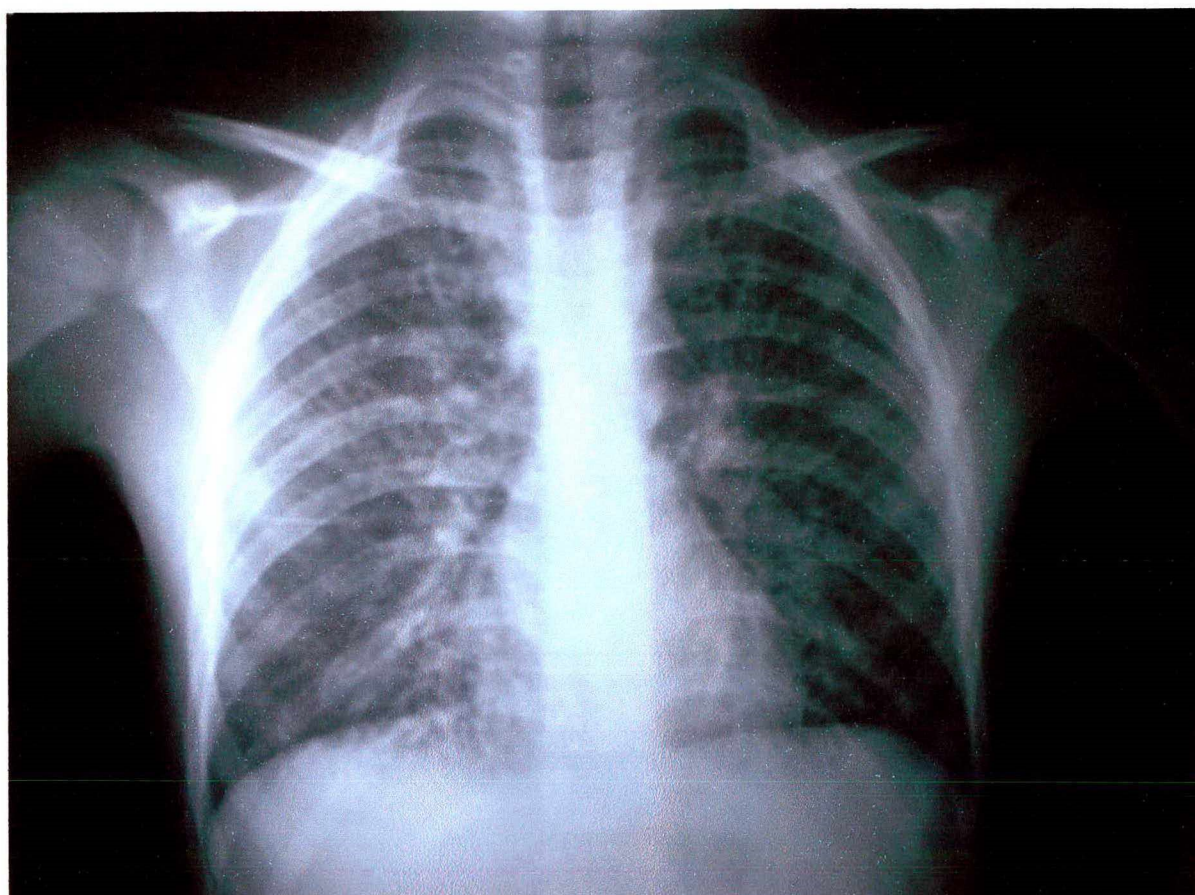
Radiografia realizada em 20/10/2004, evidenciando infiltrado intersticial difuso bilateral, principalmente à direita.
